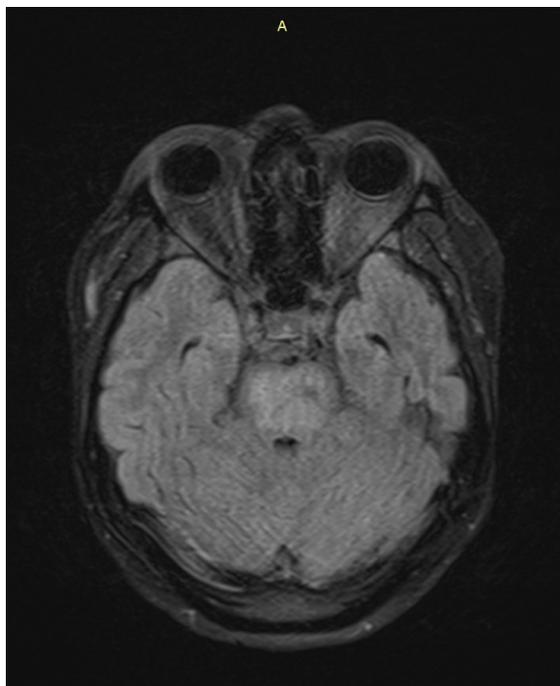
Аксиальный срез на уровне моста в режиме FLAIR.
